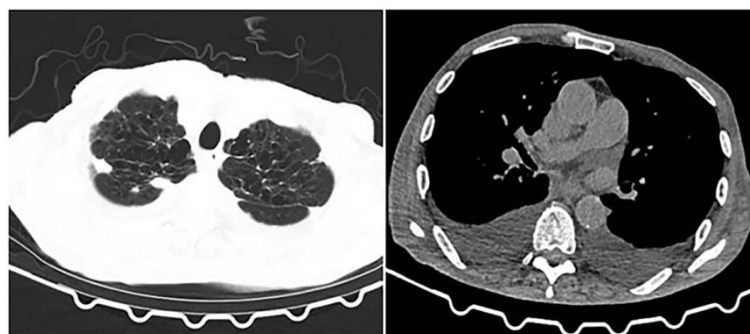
患者胸部 CT 示双肺弥漫肺气肿、多发肺大泡 (2019 年 4 月 29 日)
